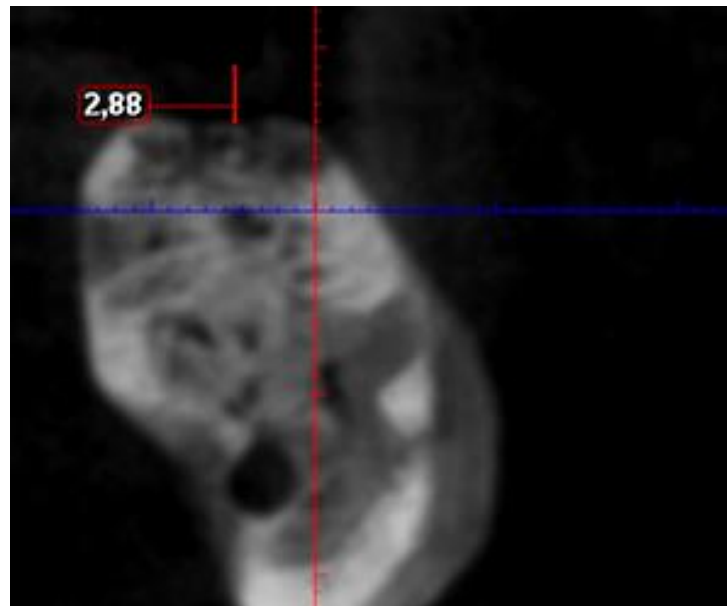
Пациент М., 51 г., Нативный срез КЛ КТ альвеолярный гребень в форме отвесного прямоугольника)
